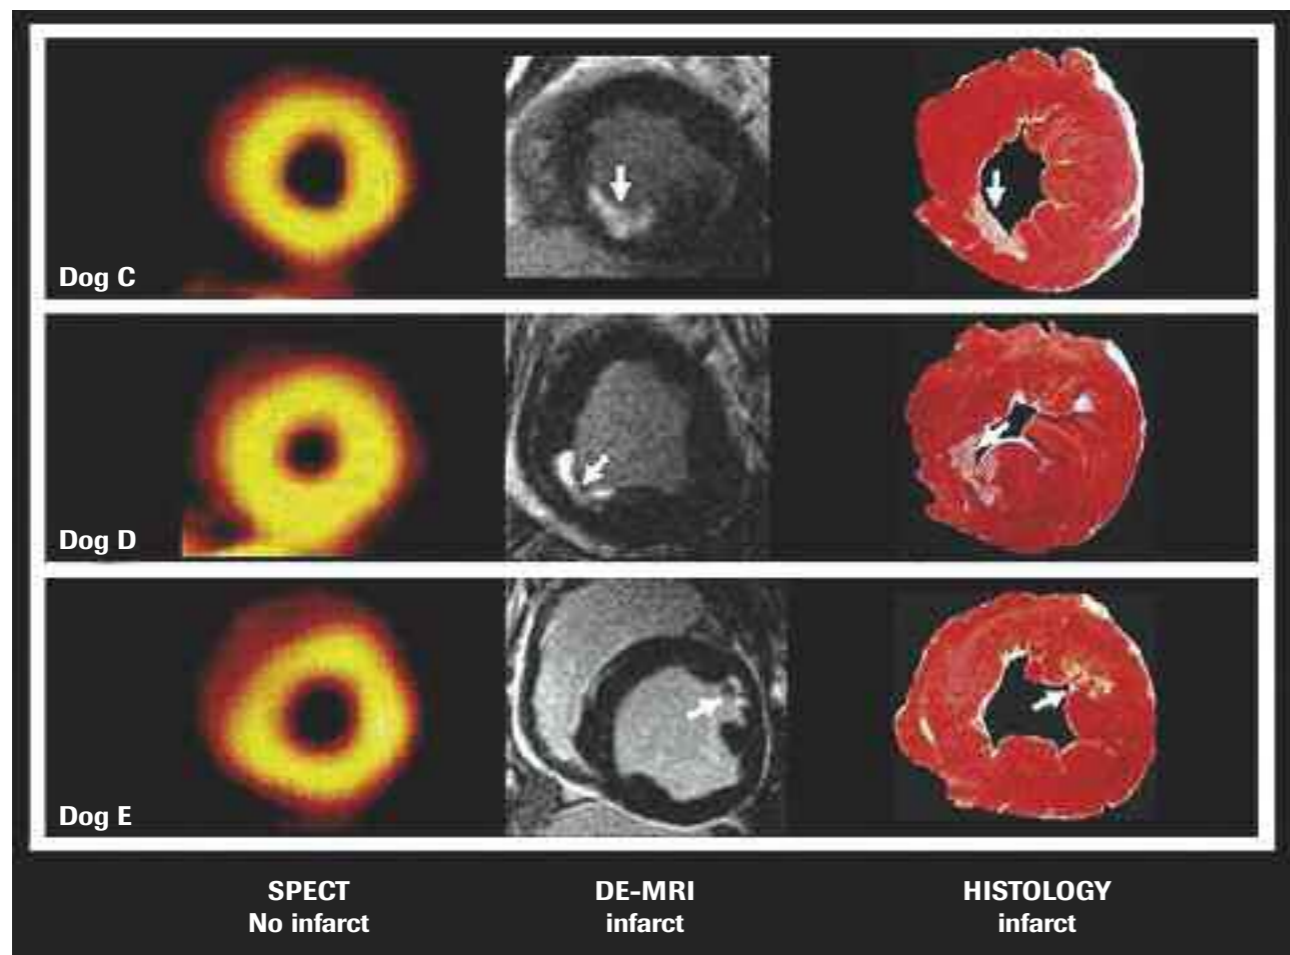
Assi corti di tre cuori di cane con infarto subendocardico. Le immagini SPECT non riescono a dimostrare l'infarto che viene invece messo bene in risalto dalla RM. Modificata da Wagner A, et al. Contrast-enhancement MRI and routine single photon emission computed tomography (SPECT) perfusion imaging for detection of subendocardial myocardial infarcts: an imaging study. Lancet 2003; 361: 374-379.
